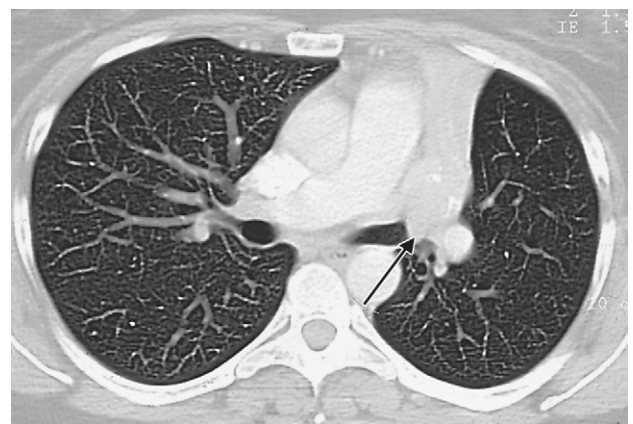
CT mit kugeliger Raumforderung im Oberlappeneingang links (Pfeil).
